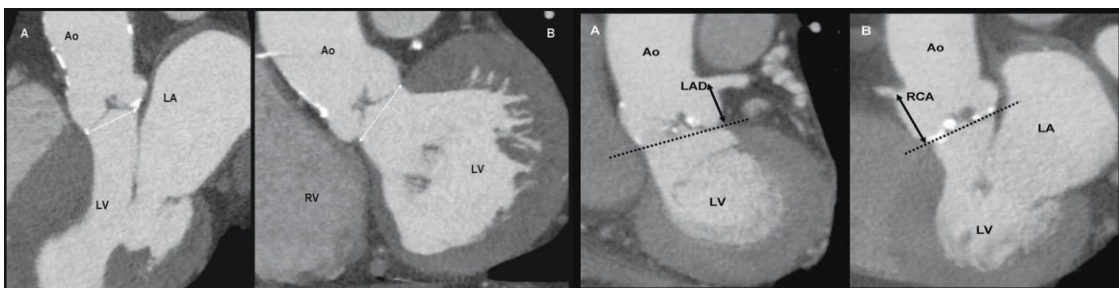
Esquerda - Medição do ânulo da válvula aórtica com TAC-MC. Fig.15 Direita - Avaliação da posição relativa dos ostia coronários para o anulo da válvula aórtica. Em A mede-se a altura do ostium coronário esquerdo e em B a do ostium coronário direito. Abreviações: Ao – aorta; LA – aurícula esquerda; LV – ventrículo esquerdo; RV – Ventrículo direito; LAD – artéria descendente anterior; RCA – artéria coronária direita. Retirado de Serruys, 2010 “TAVI”, pág.49 e 51
